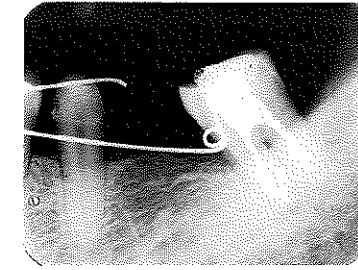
動的治療を始めたときのX線写真。7の根分岐部に透過像があるが、プローブは3mmまでしか入らない
